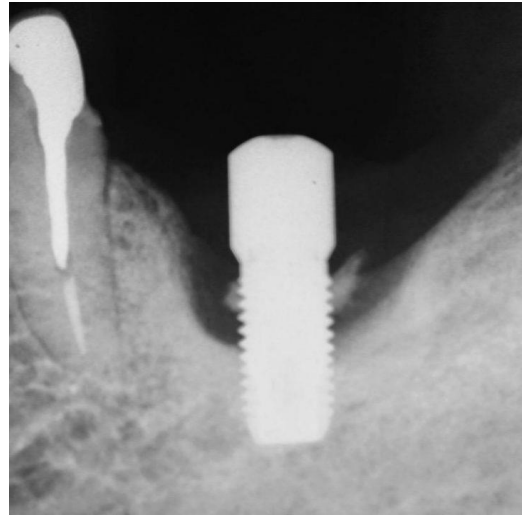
radiografia de implante com periimplantite
